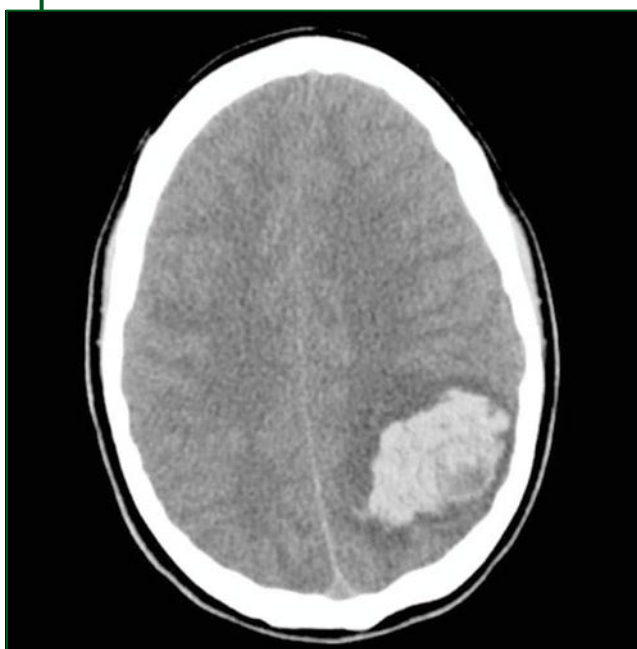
TC: emorragia in sede atipica, in un giovane, che mostra nella parte più periferica una relativa ipodensità nodulare sospetta per espanso
